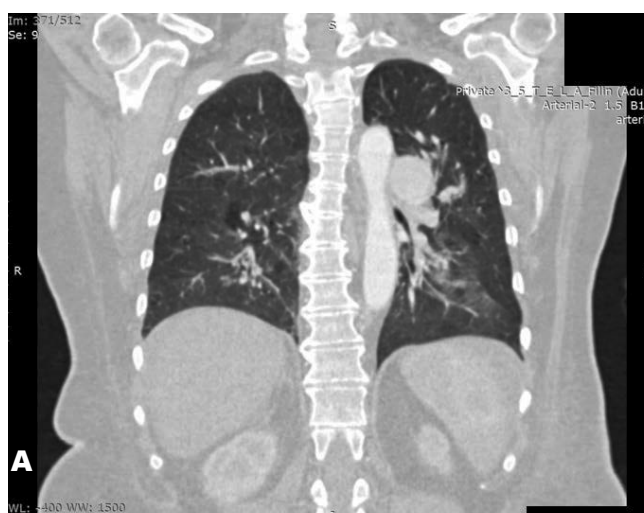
Дані комп'ютерної томографії з контрастуванням легеневої артерії: А – застійні явища в обох легенях, пневмофіброз, рідина в черевній порожнині, кальциноз аорти; Б – значне розширення легеневої артерії, рідина в плевральній порожнині справа; В – значне збільшення правого передсердя та шлуночка, які переважають над лівими відділами.
